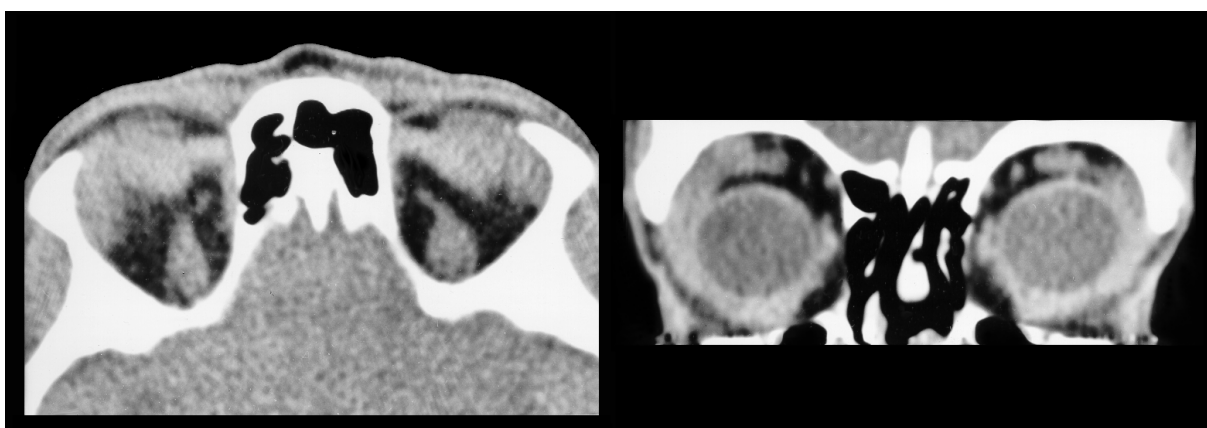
Tränenendrüselymphom in der dünn-schichtigen Computertomographie, links transversale 1-mm-Originalschicht, rechts koronare Reformatierung
